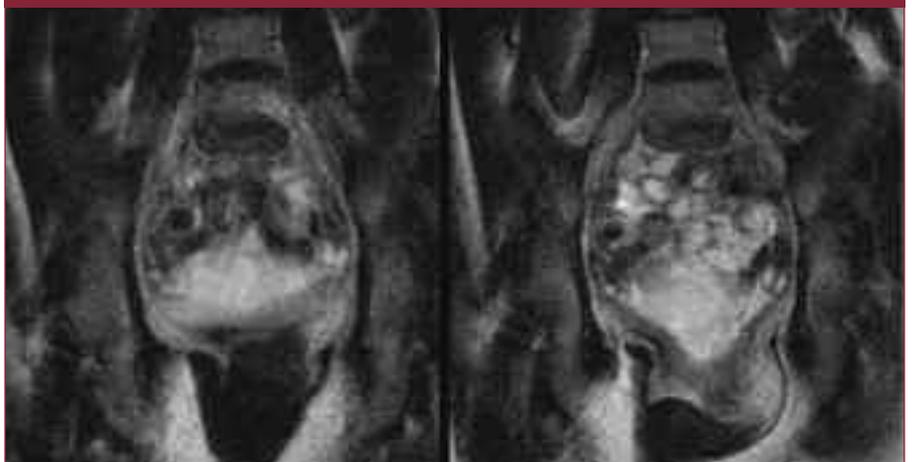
RM dinamica coronale: protrusione e prolasso vescica e anse intestinali accentuati dopo ponzamento (ernia perineale). Assottigliamento e bulging del m.elevatore dell'ano
